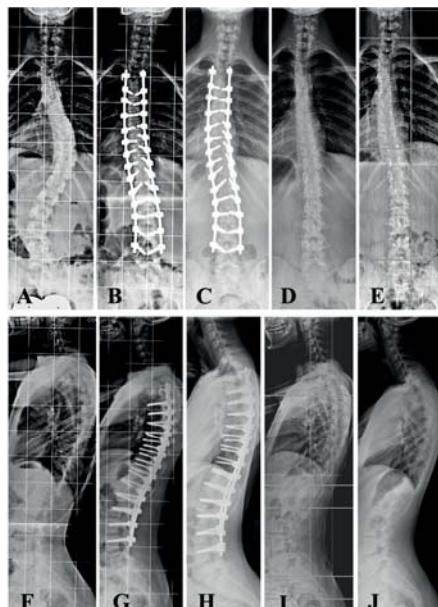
Una niña de 13 años y dos meses con AIS Lenke tipo 1BN ($50^\circ/36^\circ$) con Risser 1 (A) e hipocifosis torácica de 13° (F), fue tratada quirúrgicamente mediante un abordaje posterior realizando una instrumentación de T3-L4 sin fusión con una ligera hipercorrección de ambas curvas (B). Tres años y dos meses después de la intervención quirúrgica inicial y justo antes de la retirada de la instrumentación, las curvas principal y compensatoria permanecieron sin cambios hacia el lado opuesto de las curvas iniciales (C). La radiografía después de la retirada de los implantes vertebrales muestra la mínima escoliosis residual hacia el lado opuesto de las curvas que existían antes del tratamiento quirúrgico (D). Estas curvas escolióticas mínimas permanecieron sin cambios en la última radiografía tomada dos años después de la retirada de la instrumentación (E). En cuanto al plano sagital, la radiografía postoperatoria después de la corrección quirúrgica demostró un aumento
